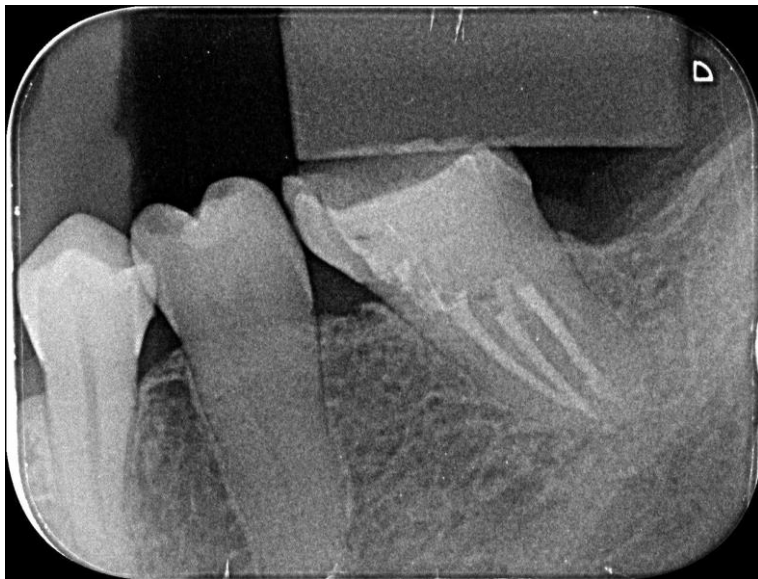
Radiografia após um ano de preservação.
